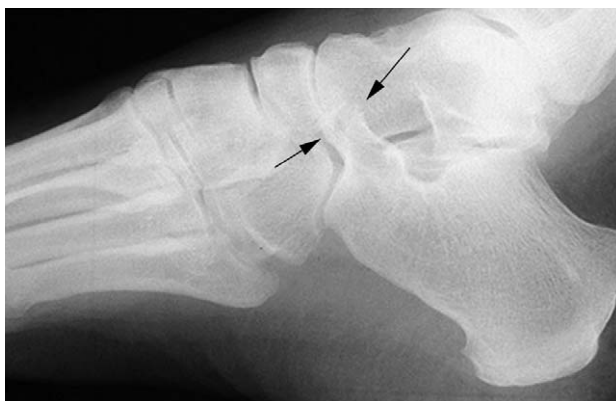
Lateral radiograph with calcaneonavicular coalition shows that "anteater nose" sign (arrows). Anterior process of calcaneus is enlarged and elongated.
